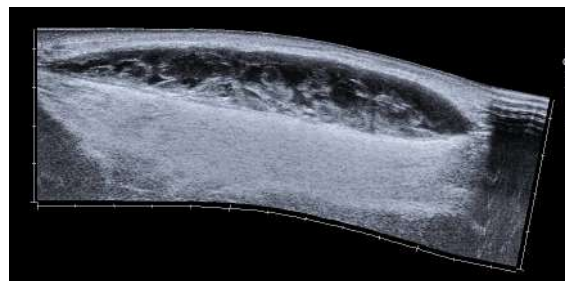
Ultrasonido con campo visual extendido: colección fusiforme en la cara anterior de la pierna correspondiente a un hematoma de evolución subaguda, con tabiques y ecos densos en su interior.
